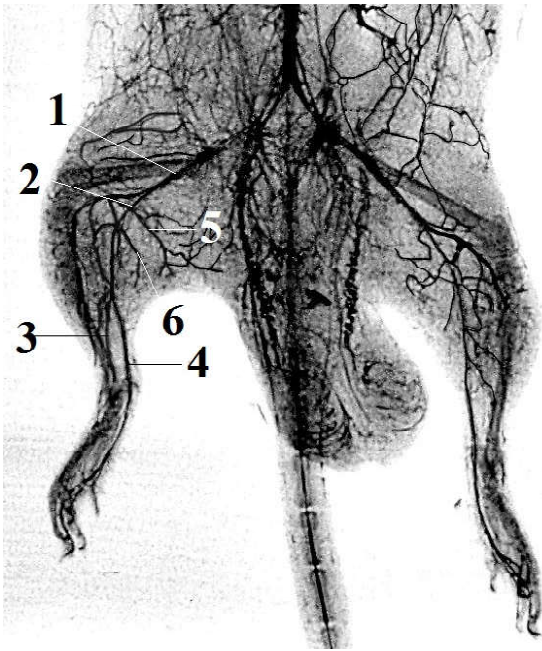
Рентгенангіограма задніх кінцівок шурів через 1 добу після відновлення кровопостачання в умовах корекції карбацетамом. 1 - стегнова артерія (a. femoralis); 2 - підколінна артерія (a. poplitea); 3 - краніальна великогомілкова артерія (a. tibialis cranialis); 4 - каудальна великогомілкова артерія (a. tibialis caudalis); 5 - м'язова гілка (r. muscularis); 6 - краніальна м'язова гілка (r. muscularis cranialis).
